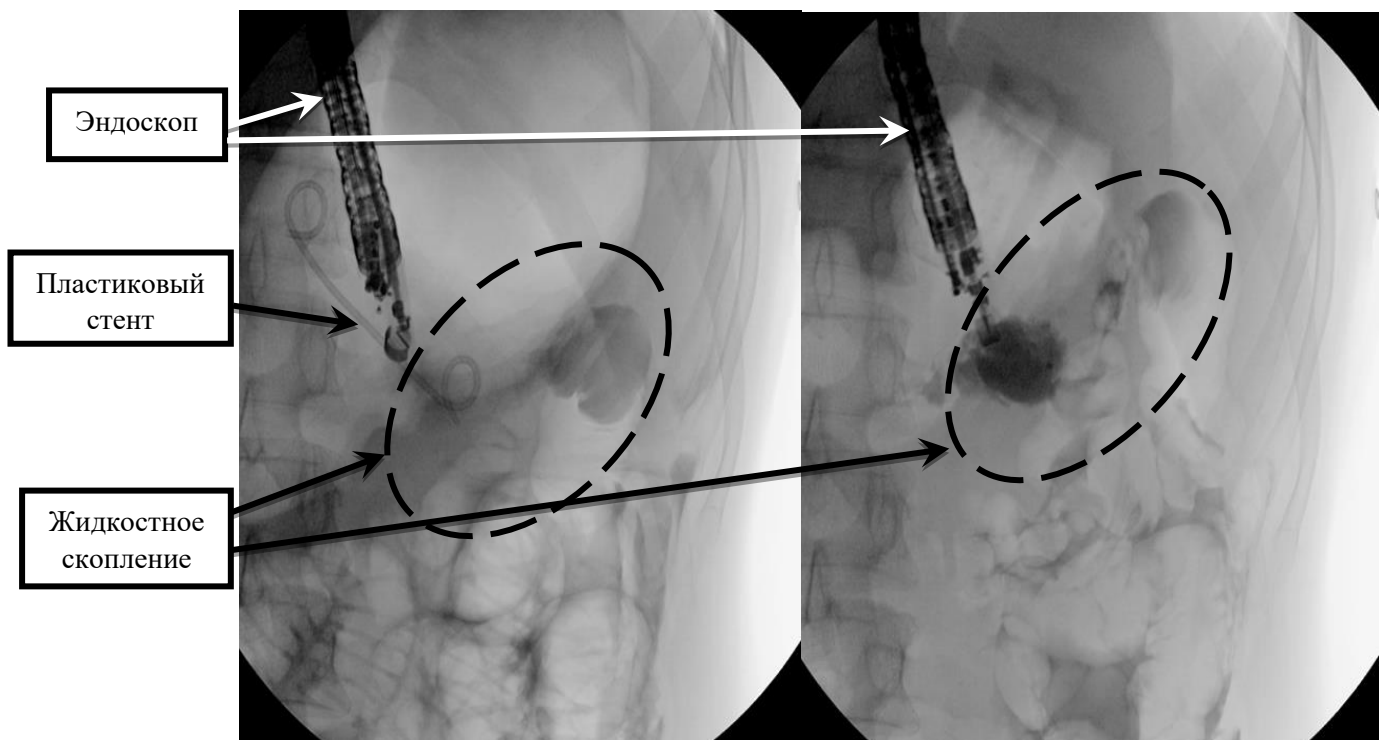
Рентгенограмма. Пластиковый стент с закругленными концами в просвете жидкостного скопления
